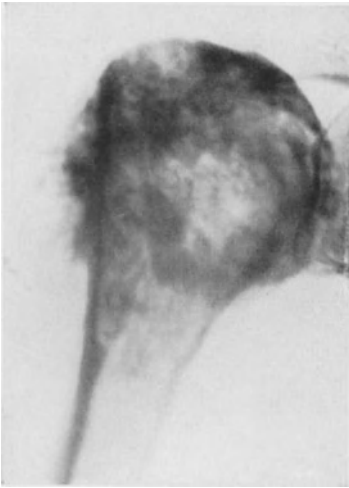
37jähr. ♀. Sekundäres Chondrosarkom der proximalen Humerusmetaphyse. 14 Jahre früher Oberarmhalsfraktur. Seit 1 Jahr Vorwölbung der Vorderseite der rechten Schulter. Amputatio interthoraco-scapularis. 2 Jahre nach Operation wegen hochgradigster lumbaler Wurzelschmerzen im rechten Bein durch Metastasen Chordotomic. Außerdem röntgenologischer Nachweis von Lungenmetastasen. † 3 Jahre später an Lungenmetastasen. Bei der Sektion außerdem Metastasen auf der rechten Beckenschaufel.
